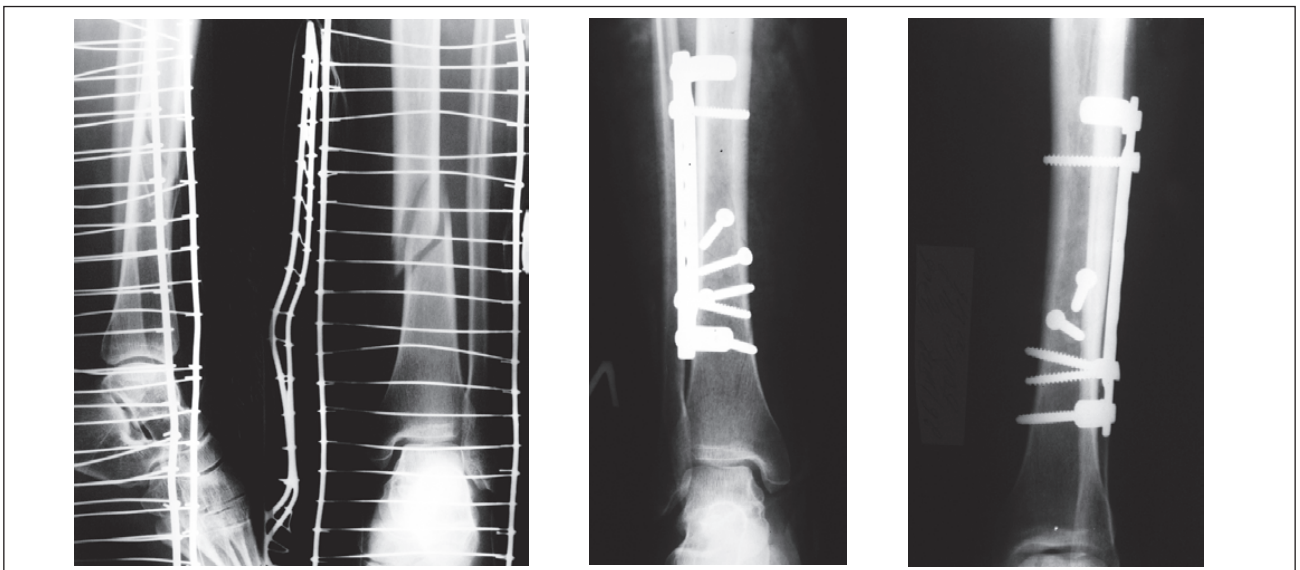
Фотовідбиток рентгенограми хворого із косим ПКГ на різних рівнях. Через фрагмент ВГК проведено 3 гвинти
